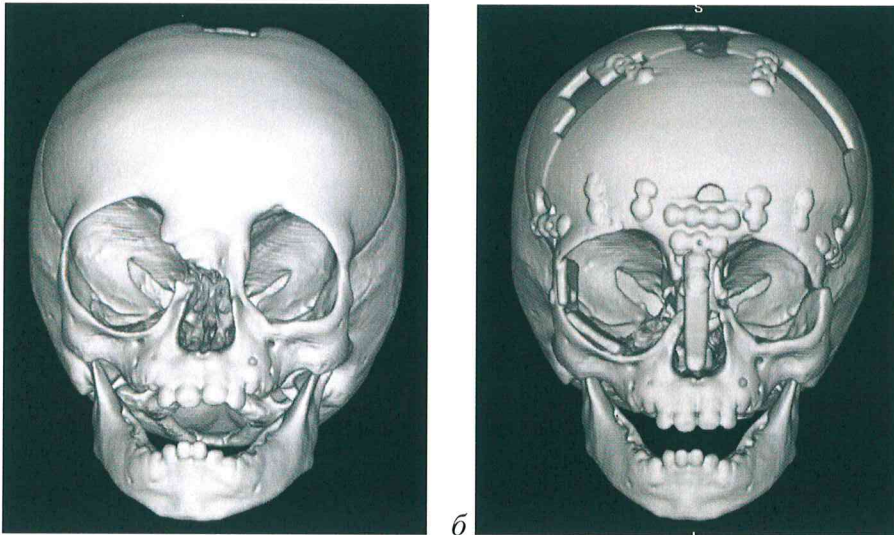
Компьютерные томограммы с 3D реконструкцией пациента К. с назо-орбитальным типом фронто-этмоидального энцефалоцеле: *а* – до операции; *б* – после операции.
